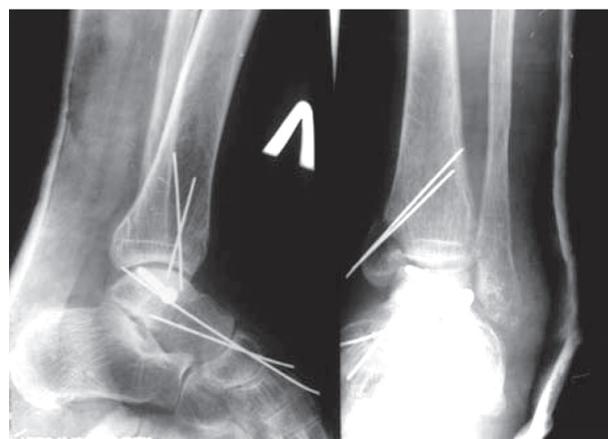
Больной А., 67 лет. Контрольная рентгенография стопы и голеностопного сустава после открытой репозиции таранной кости: смещение отломков таранной кости устранено, конгруэнтность левого голеностопного сустава восстановлена
